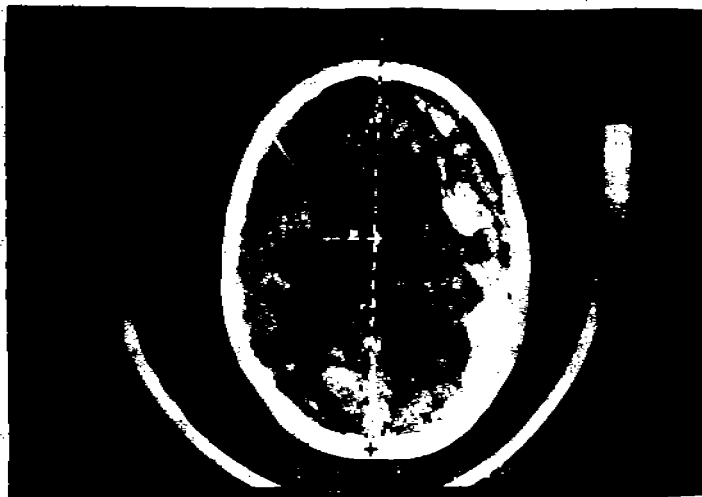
La misma enferma; el mismo corte en la Tomografía Axial Computada.
